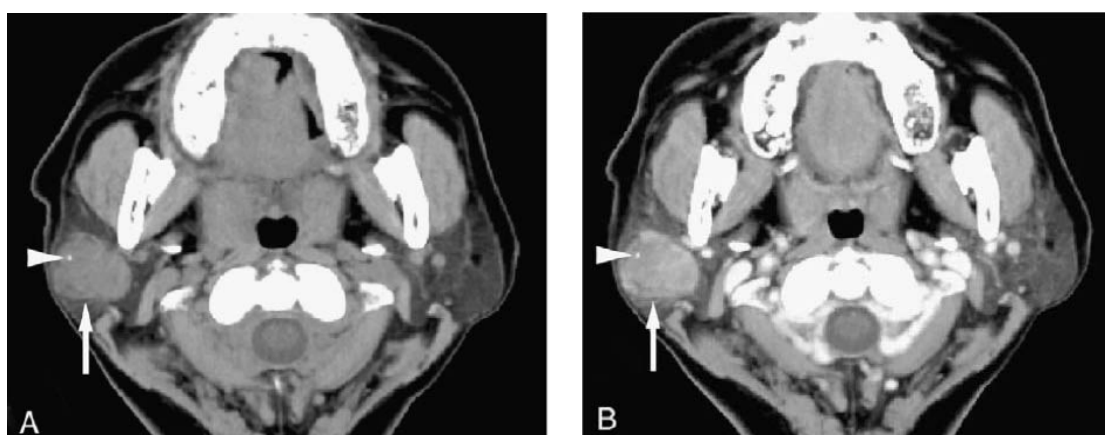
TDM d'un adénome pléomorphe de la glande parotidienne gauche. [127]
